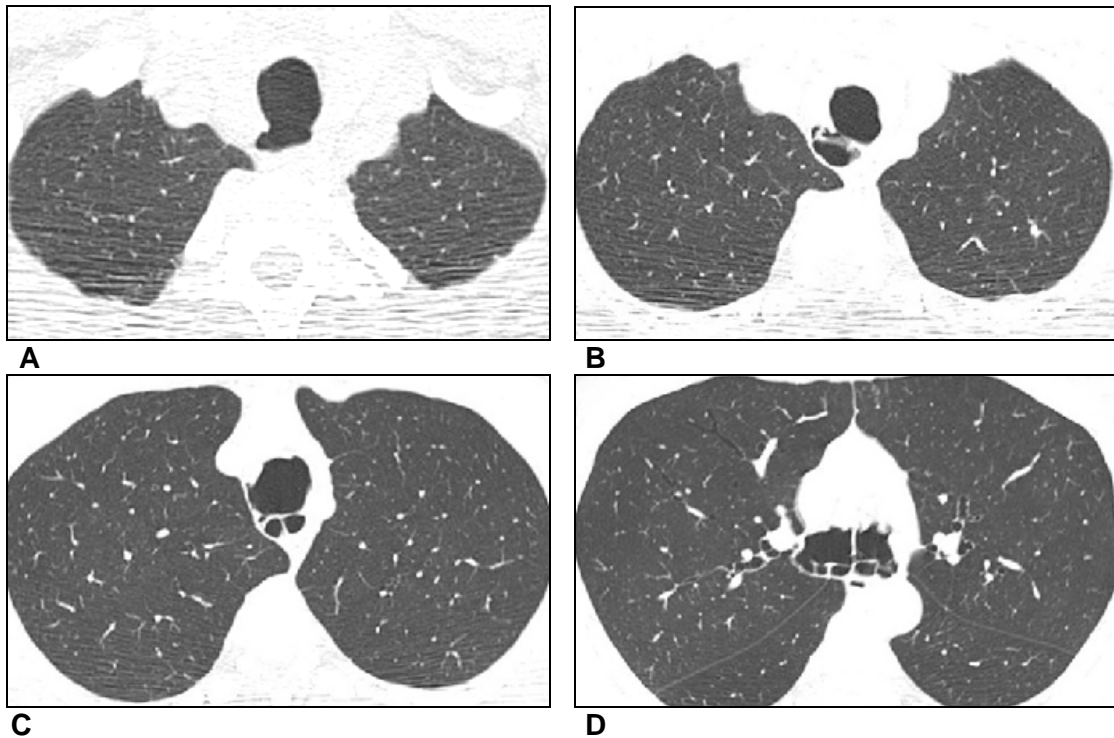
Tomografia computadorizada de alta resolução do tórax, evidenciando nítidas formações diverticulares originando-se a partir da parede posterior da traquéia, em três planos distintos, no sentido crânio-caudal, de A até C, além de diversas irregularidades parietais nos brônquios principais, em D.
